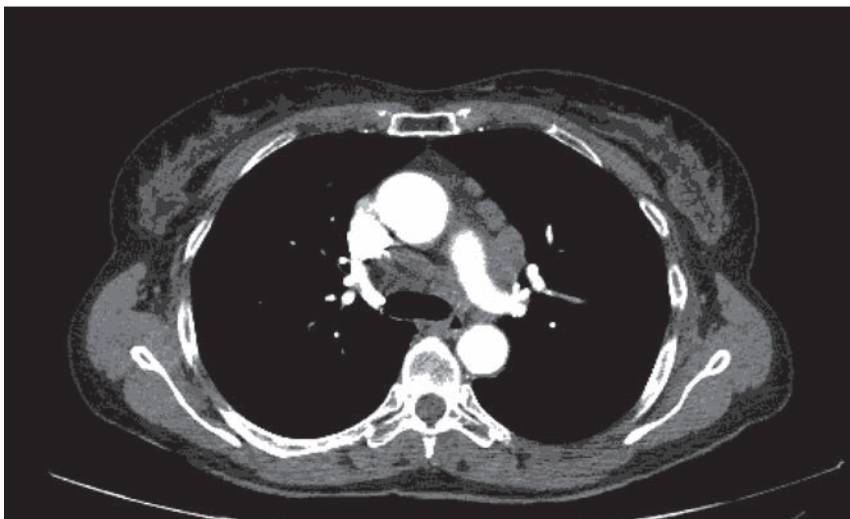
Tomografía computarizada torácica realizada con ventana de mediastino. Obsérvense las adenopatías paratraqueales bajas (4R y 4L).
